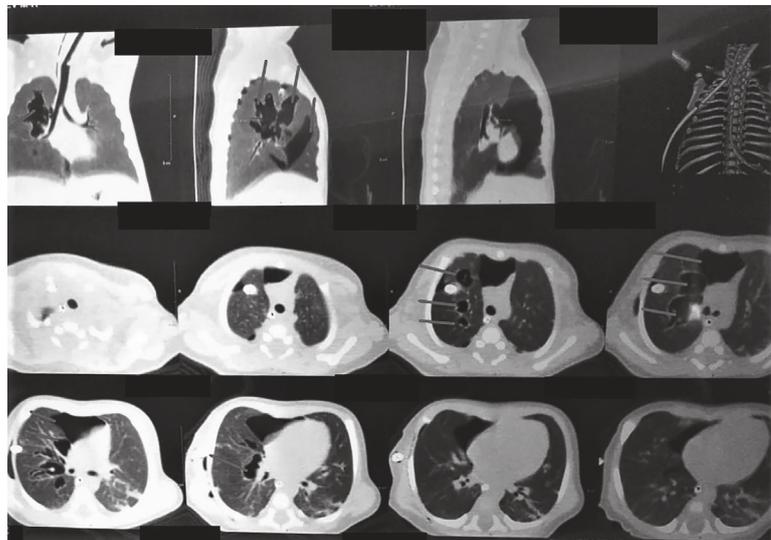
КТ органов грудной клетки на 15 сутки жизни. Красными линиями отмечены кисты
